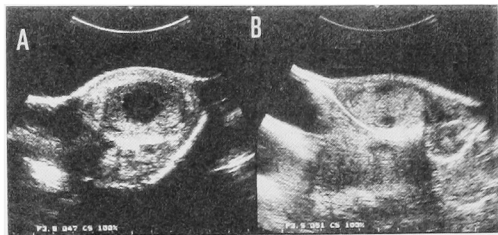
A; Ultrasonography revealed a hypoechoic lesion, 1cm in diameter. B; Two hypoechoic lesions were seen in the peripheral area of the testis. (A: the right testis, B: the left testis)
